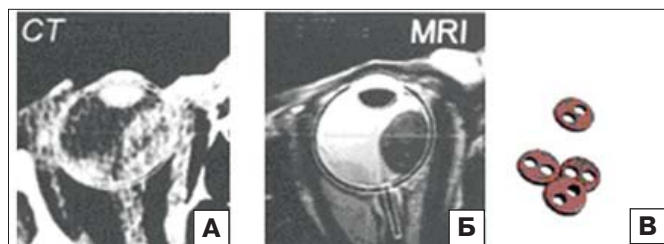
Предлучевая подготовка. А — КТ глаза с опухолью (справа); Б — МРТ того же глаза; В — танталовые скрепки.
